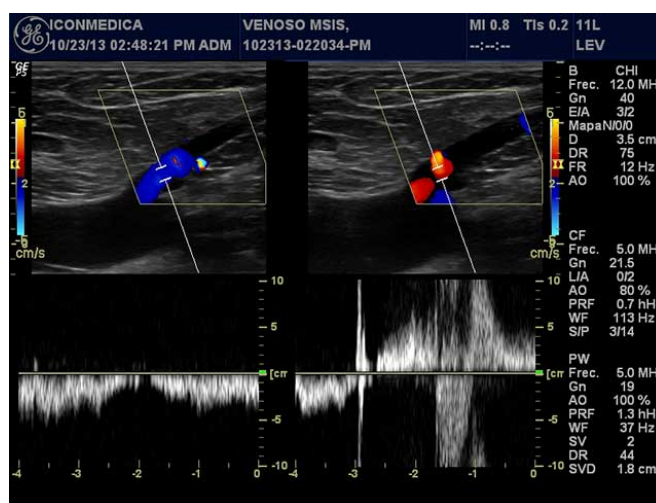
Imágenes de ecografía Doppler arterial y venosa.
